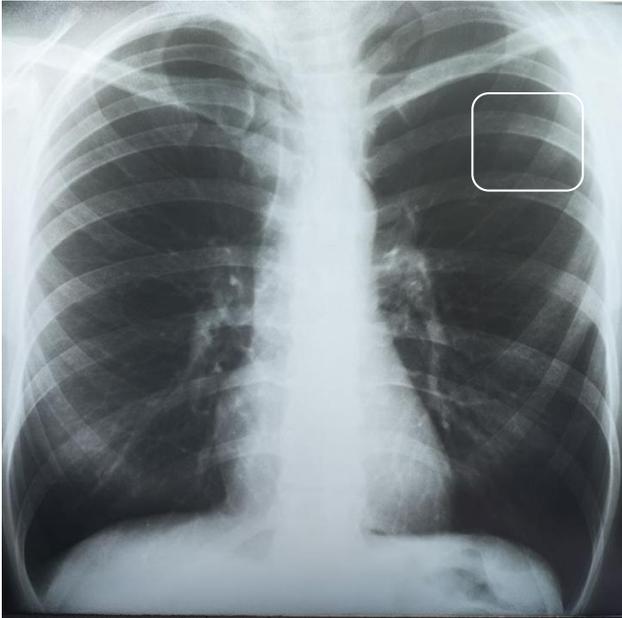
Обзорная рентгенограмма от 10.05.2024 г.
